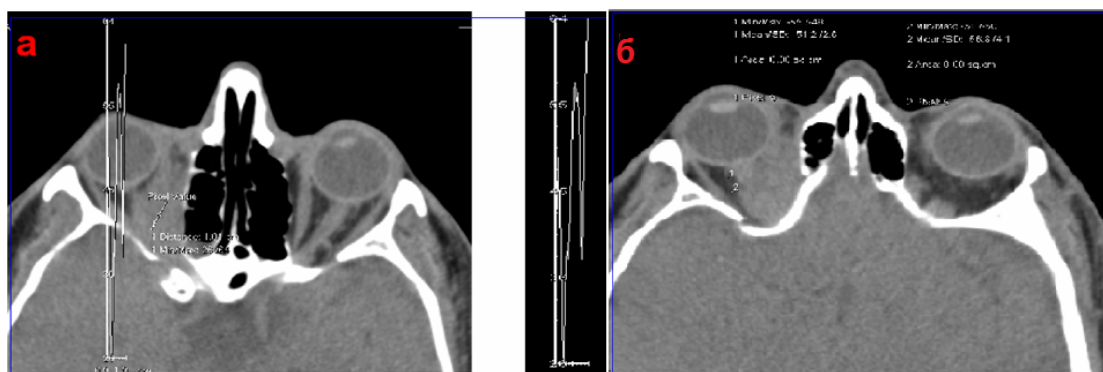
а – КТ орбит пациента с васкулитом правой орбиты (аксиальная проекция) и его профиль плотности; б – КТ орбит пациента с васкулитом правой орбиты (аксиальная проекция) и плотность перифокальной орбитальной клетчатки
